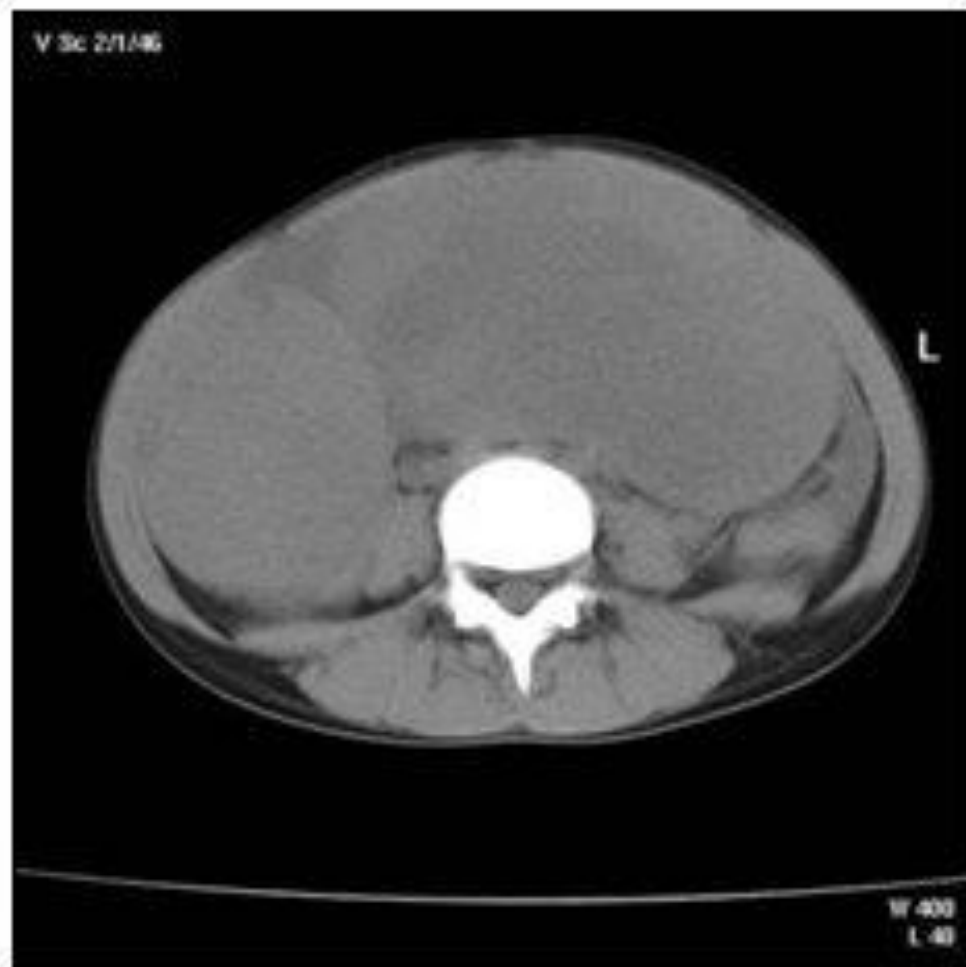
Tomografías computadorizadas de abdomen donde se observan los tumores ováricos y de suprarrenal izquierda.
